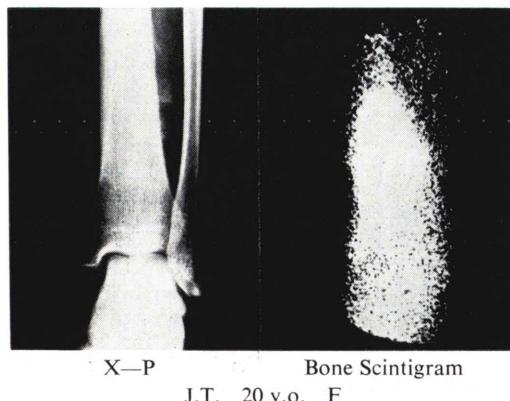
X-ray film and bone scintigrams of osteosarcoma. Bone destruction and spicular formation are seen on the tibia. Bone scintigram shows high abnormal uptake of radionuclide distributed in larger area than that seen on the roentgenogram.
